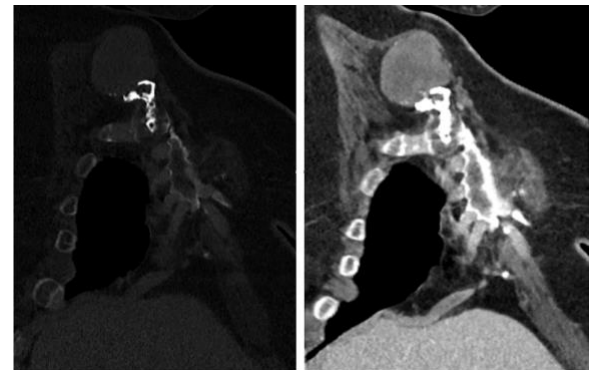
Reconstruction TDM oblique suivant le grand axe de la formation thoracique pariétale antérieure (a) en fenêtre osseuse et (b) en fenêtre tissulaire objectivant une formation polylobée à point de départ cartilagineux et à développement exophytique avec un pédicule totalement calcifié en périphérie.
